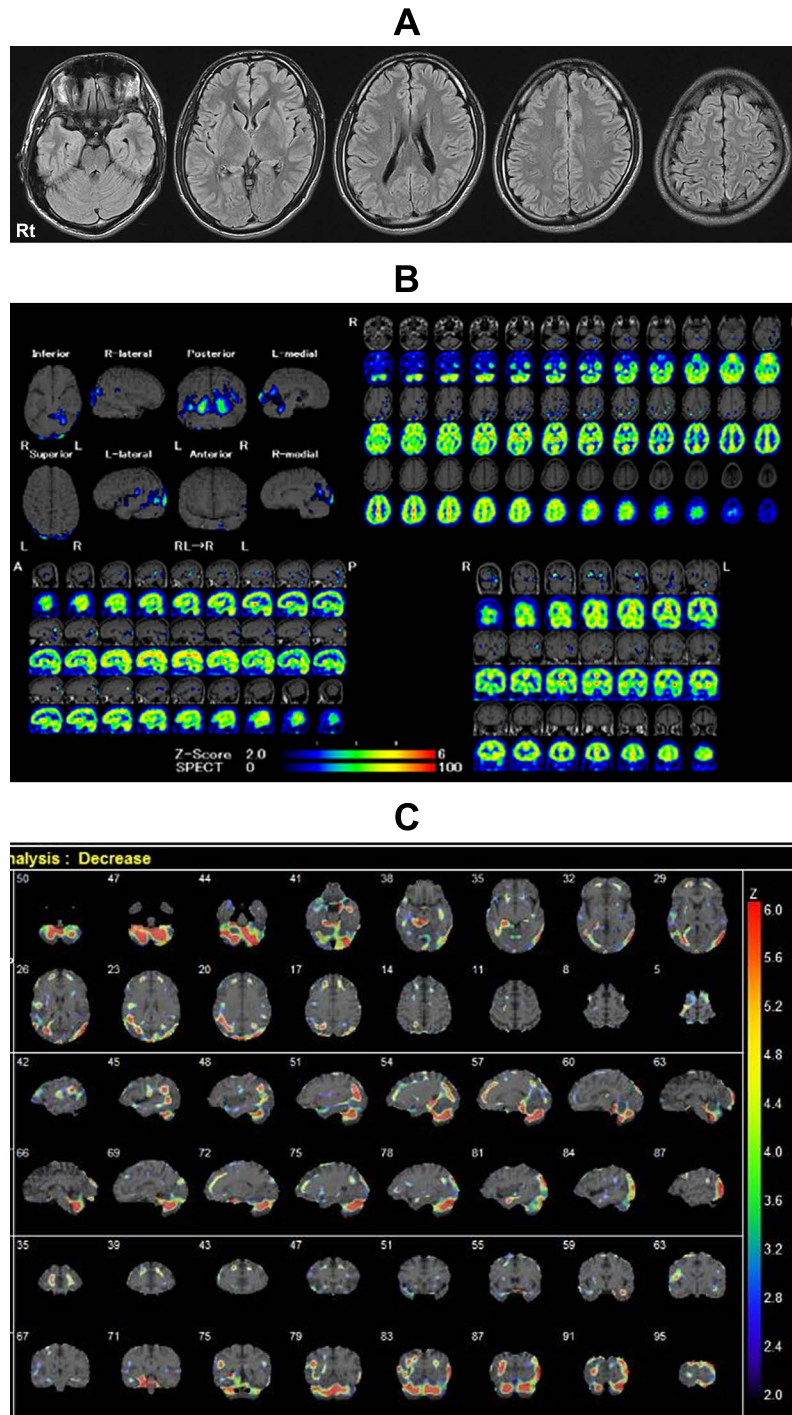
Brain images of Patient 5, Fig. 2A, B and C were of initial examination at 10 years from onset of PKC (paroxysmal kinesigenic choreoathetosis). A) MRI FLAIR images: 1.5 T; TE 105, TR 9,000. Brain MRI revealed no conspicuous atrophy and organic lesions. B) 3D-SSP images of  $^{99m}\text{Tc}$ -ECD SPECT revealed low-level perfusion over the bilateral occipital areas without laterality. C) 3D-SSP images of  $^{123}\text{I}$ -iomazenil (IMZ) SPECT.  $^{123}\text{I}$ -IMZ SPECT revealed decreased isotope accumulation over the bilateral parietal and posterior occipital areas.
